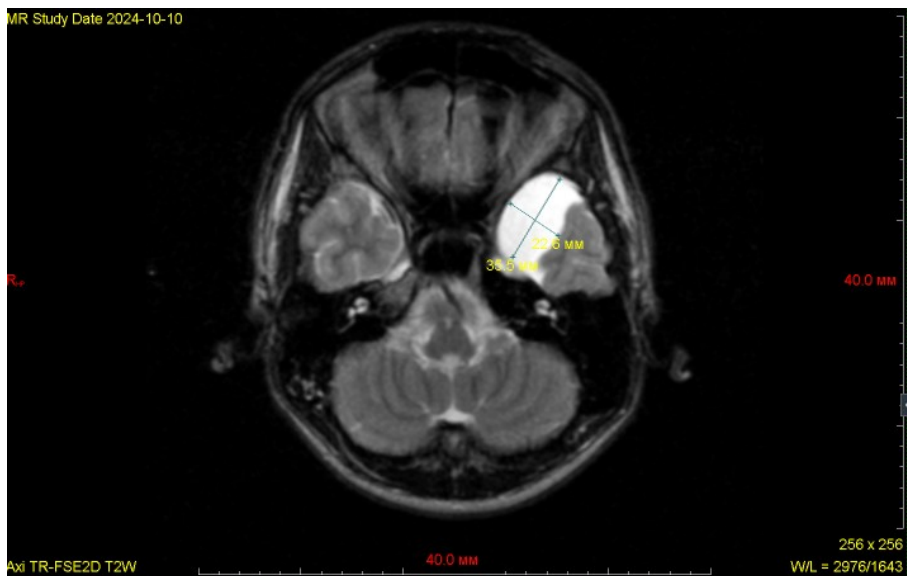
Аксиальная МР – томограмма головного мозга отчисленного на первом курсе курсанта М. в режиме Т2-ВИ на уровне мостомозжечковых углов
